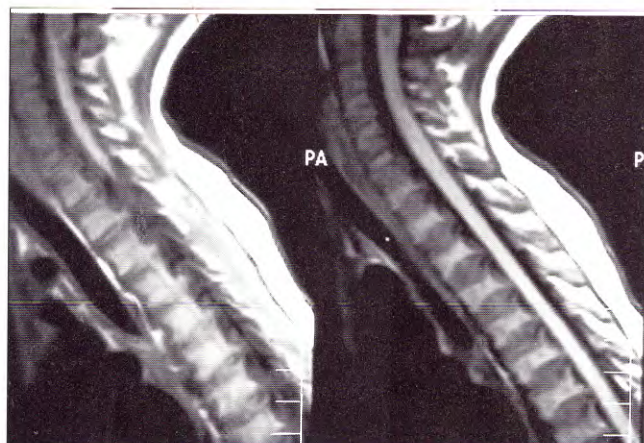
Caso 2. IRM sagital prequirúrgica. Mielomalacia bulbomedular.
